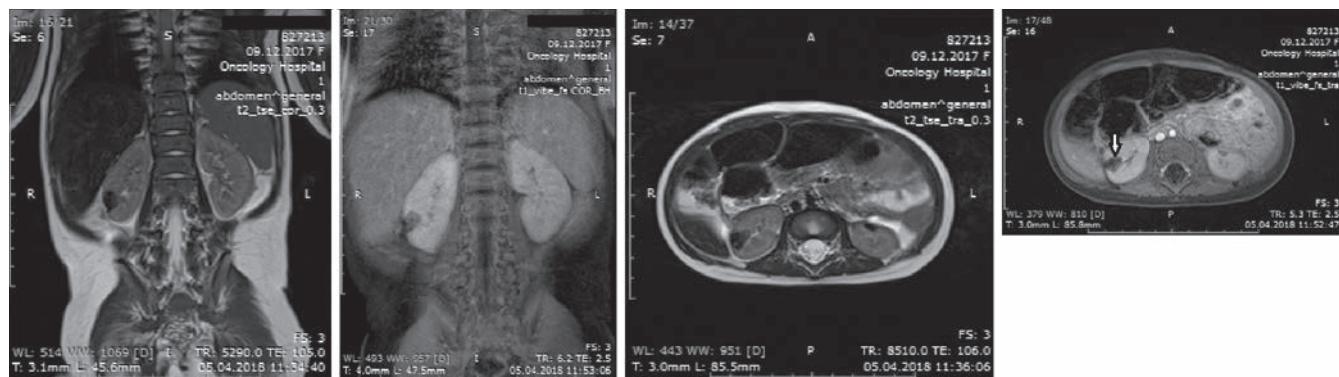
МРТ брюшной полости и забрюшинного пространства через 7 нед предоперационной ХТ: подтвержден очень хороший ответ на лечение, значительное уменьшение образований с обеих сторон
